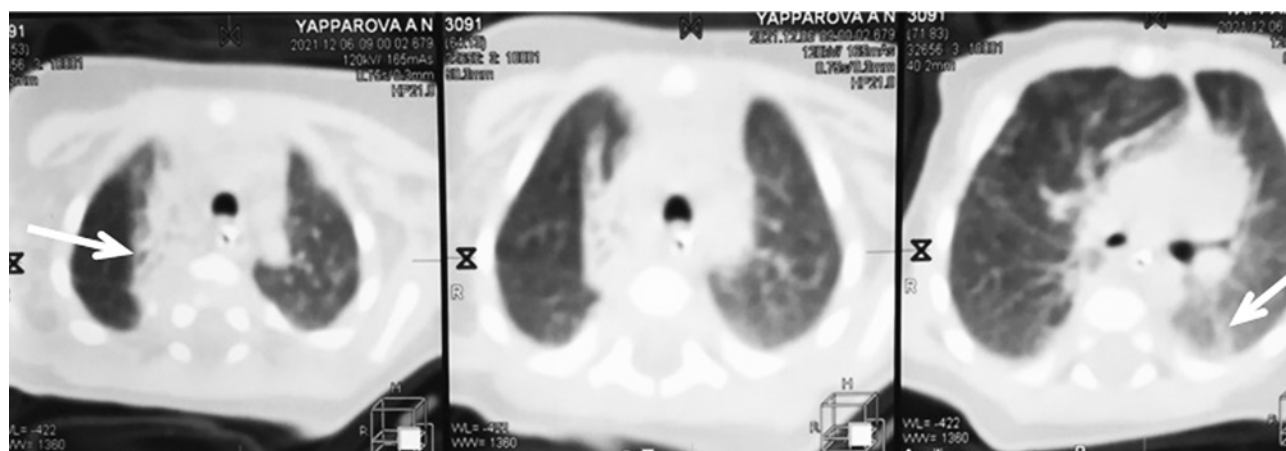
Компьютерная томограмма пациентки в возраст 59 сут. Стрелка указывает на очаги фиброза легких
